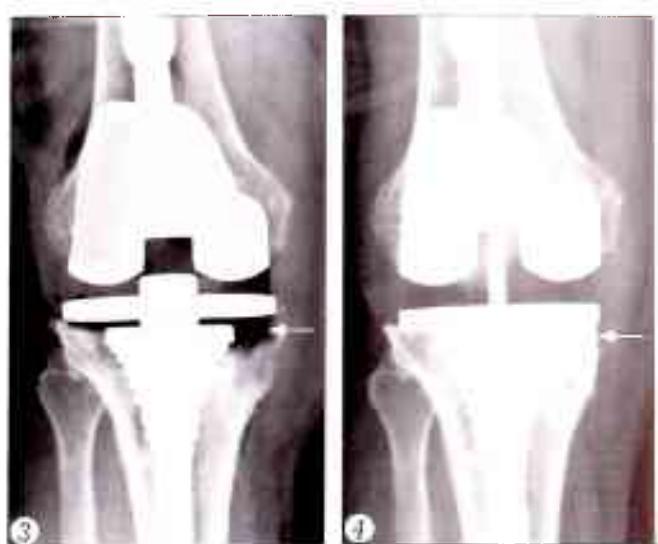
Интраоперационная рентгенограмма. После установки примерочного компонента имеется дефект мыщелков большеберцовой кости типа IIa (указан стрелкой).
